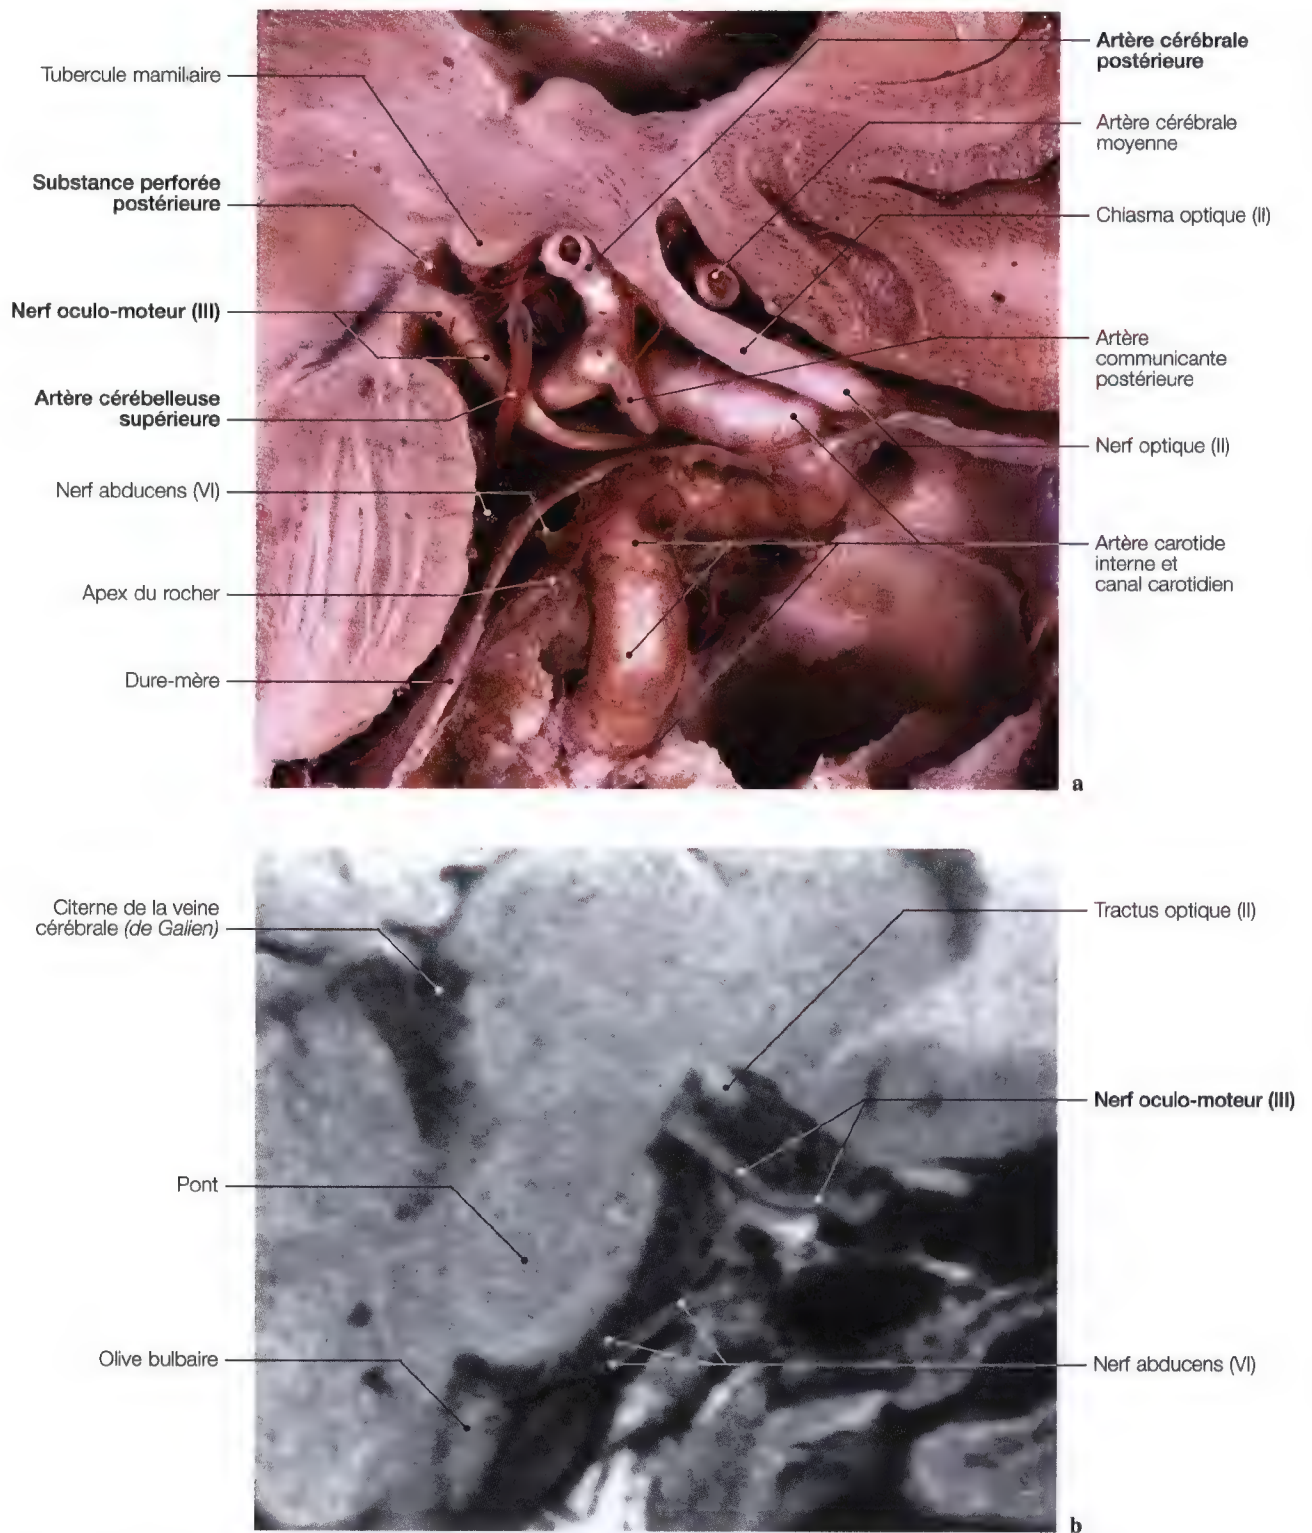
a – e. Etude d'exploration du nerf oculo-moteur au niveau de la citerne interpédonculaire, du sillon du dorsum sellae, du sinus caverneux de la fissure orbitaire supérieure jusqu'aux muscles de l'œil. (Coupe anatomique: Pr. J.P. Francke, Faculté de Médecine, Lille, France; IRM: Dr. J.W. Casselman, A.Z. St-Jan, Bruges, Belgique; dissection: Pr. C. Sen, C.S. Chen, K.D. Post, *Microsurgical Anatomy of the Skull Base*, Thieme 1997)
